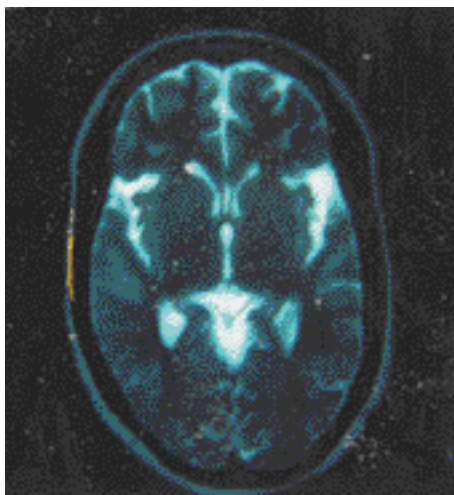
RM de control a los 35 días con resolución y evanescimiento de las lesiones previas.
